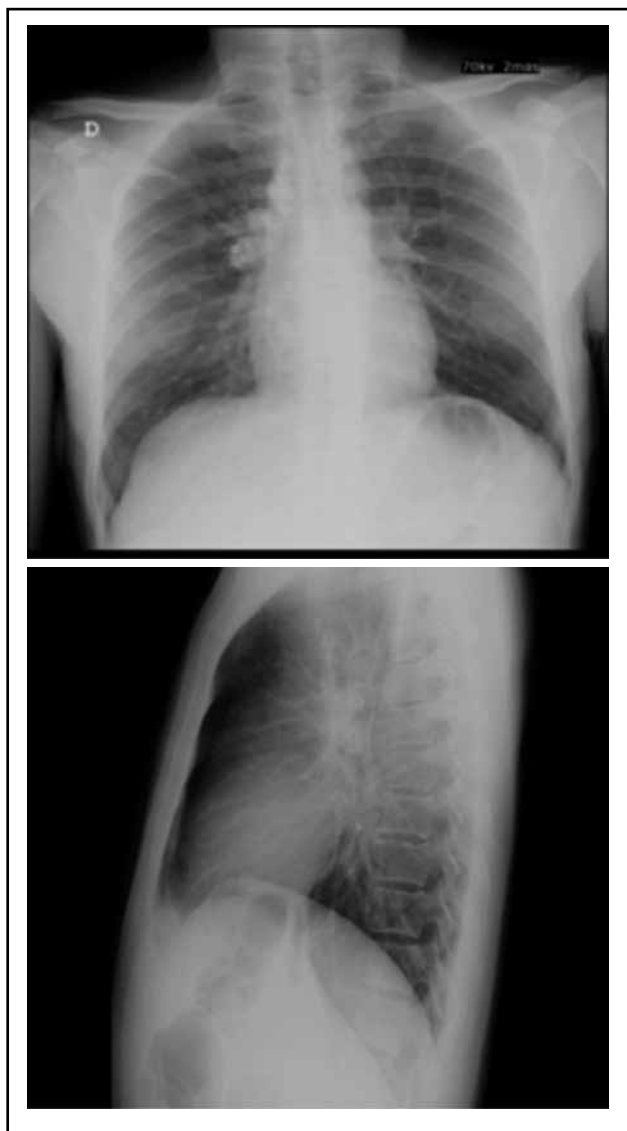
a y b. Proyección PA y lateral de radiografía de tórax al ingreso sin alteraciones pleuropulmonares.
